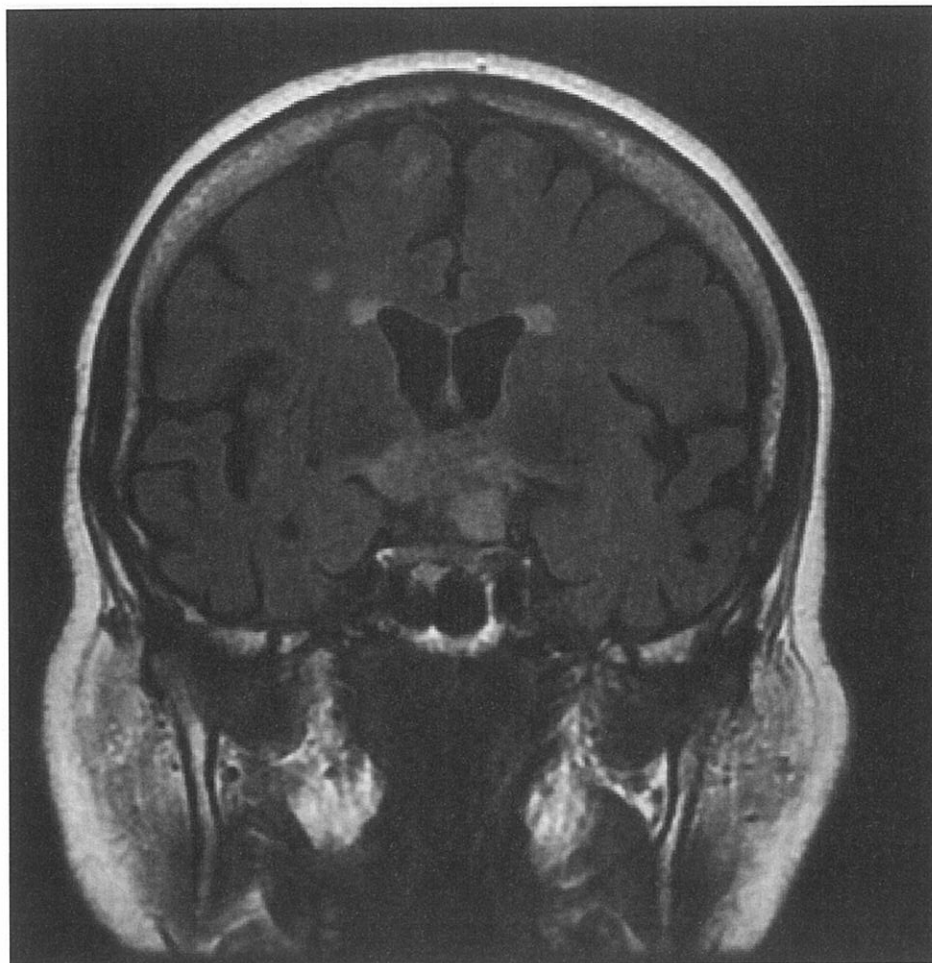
Imagine de rezonanță magnetică a unui craniofaringiom care a cauzat diabetul insipid la un pacient în vârstă de 46 de ani.
